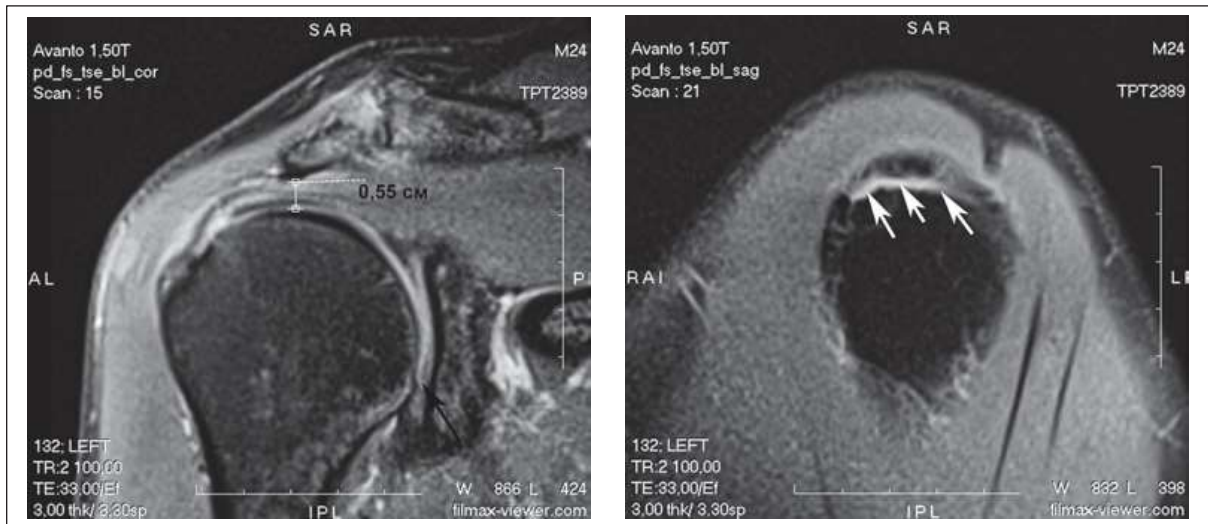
МРТ плечового суглоба хв-го С. 65 р.
